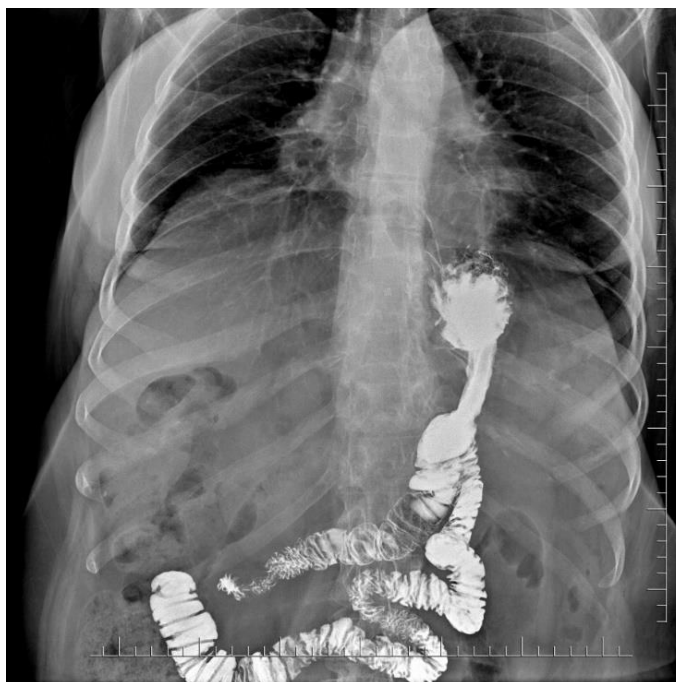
Рентгеноскопия желудка после МГШ + Ниссен (отсутствие ГПОД)
